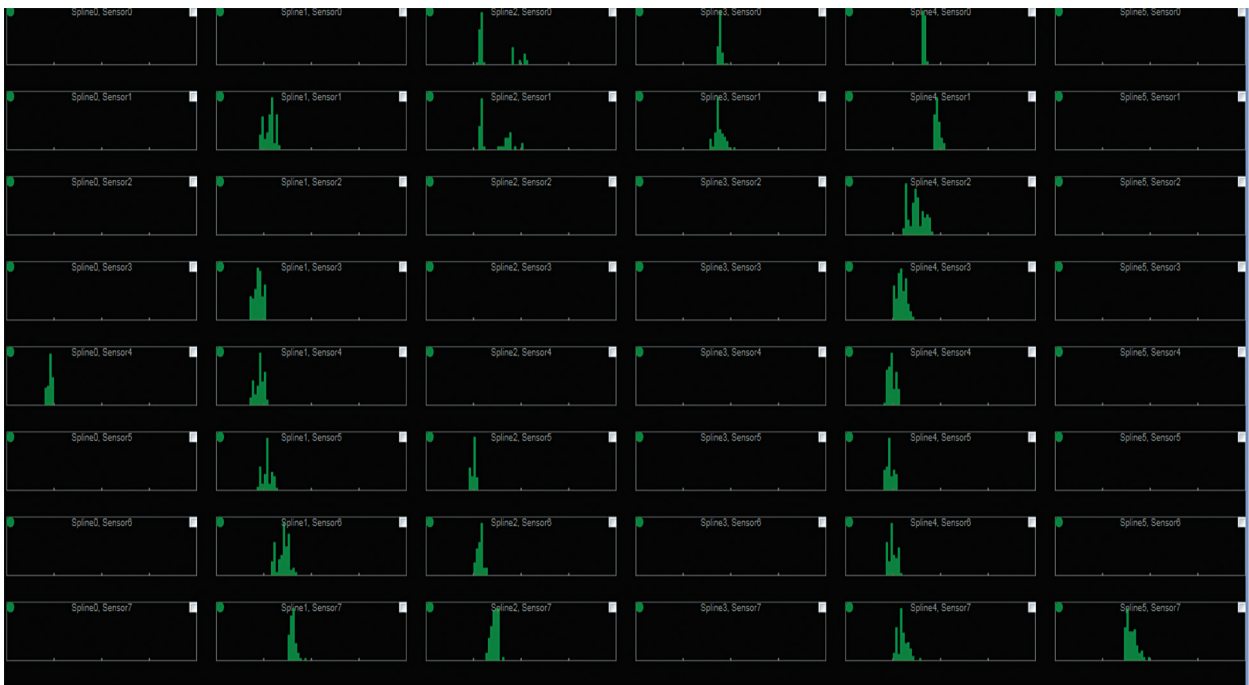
Figure D-3. Exemple d'un ensemble totalement fonctionnel de transducteurs d'échographie dans une position statique in vivo.
